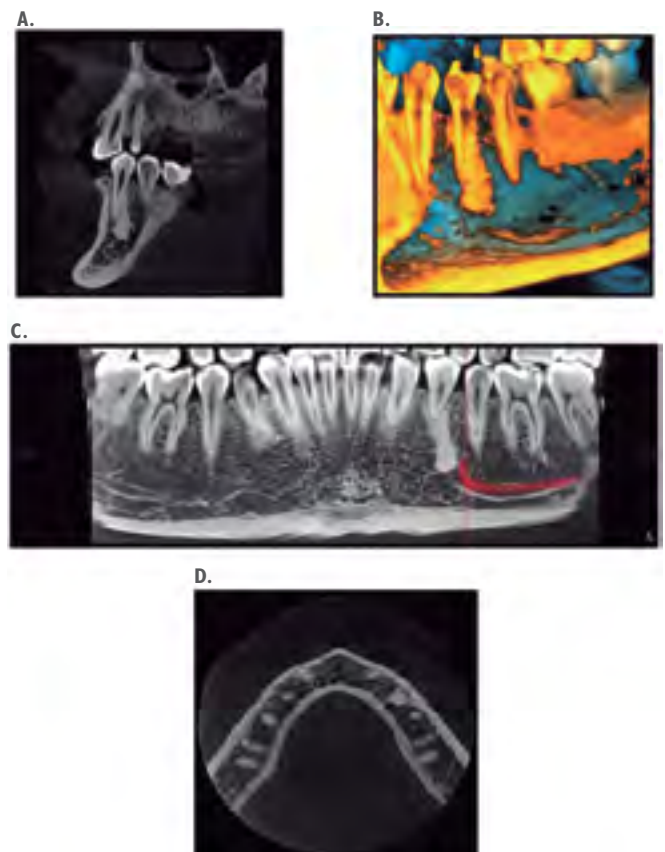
A: Sagittal section of the IO in cone-beam computed tomography. B: 3D reconstruction of the IO. C: Panoramic slice of the IO showing proximity to the premolar and the inferior dental nerve canal. D: Axial View of the IO.
